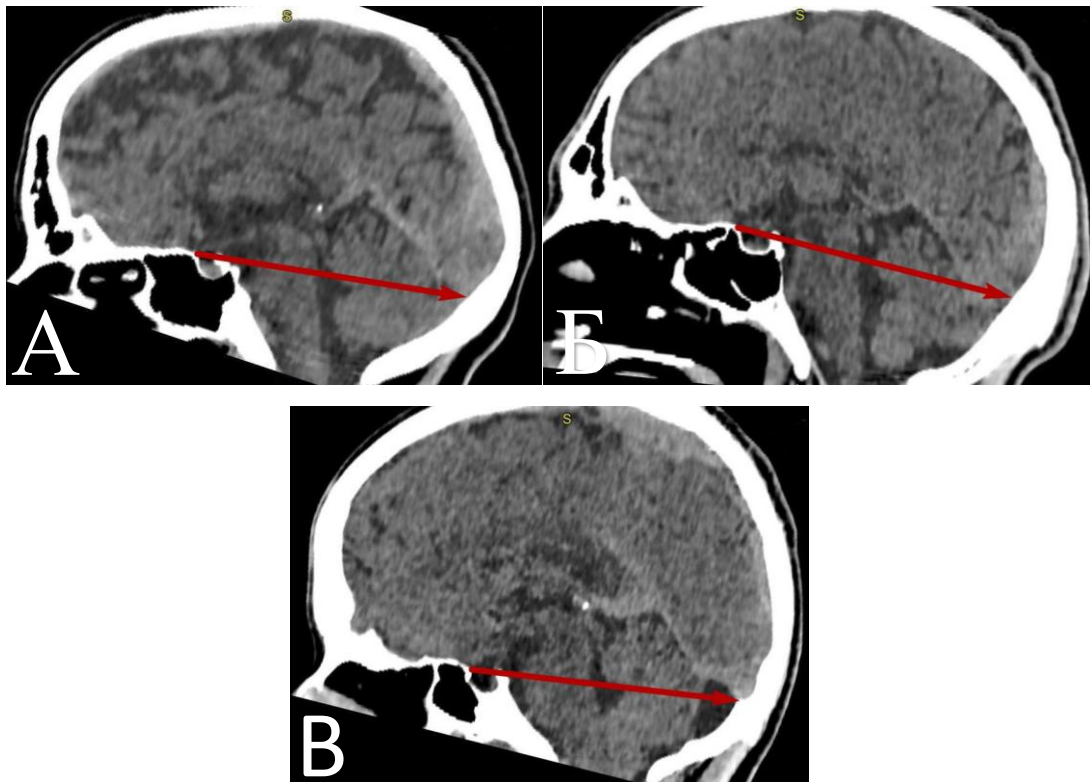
Зображення лінії Твинінгу на краніотомограмах людини зрілого віку: А – брахіцефали; Б – мезоцефали; В – доліхоцефали.
